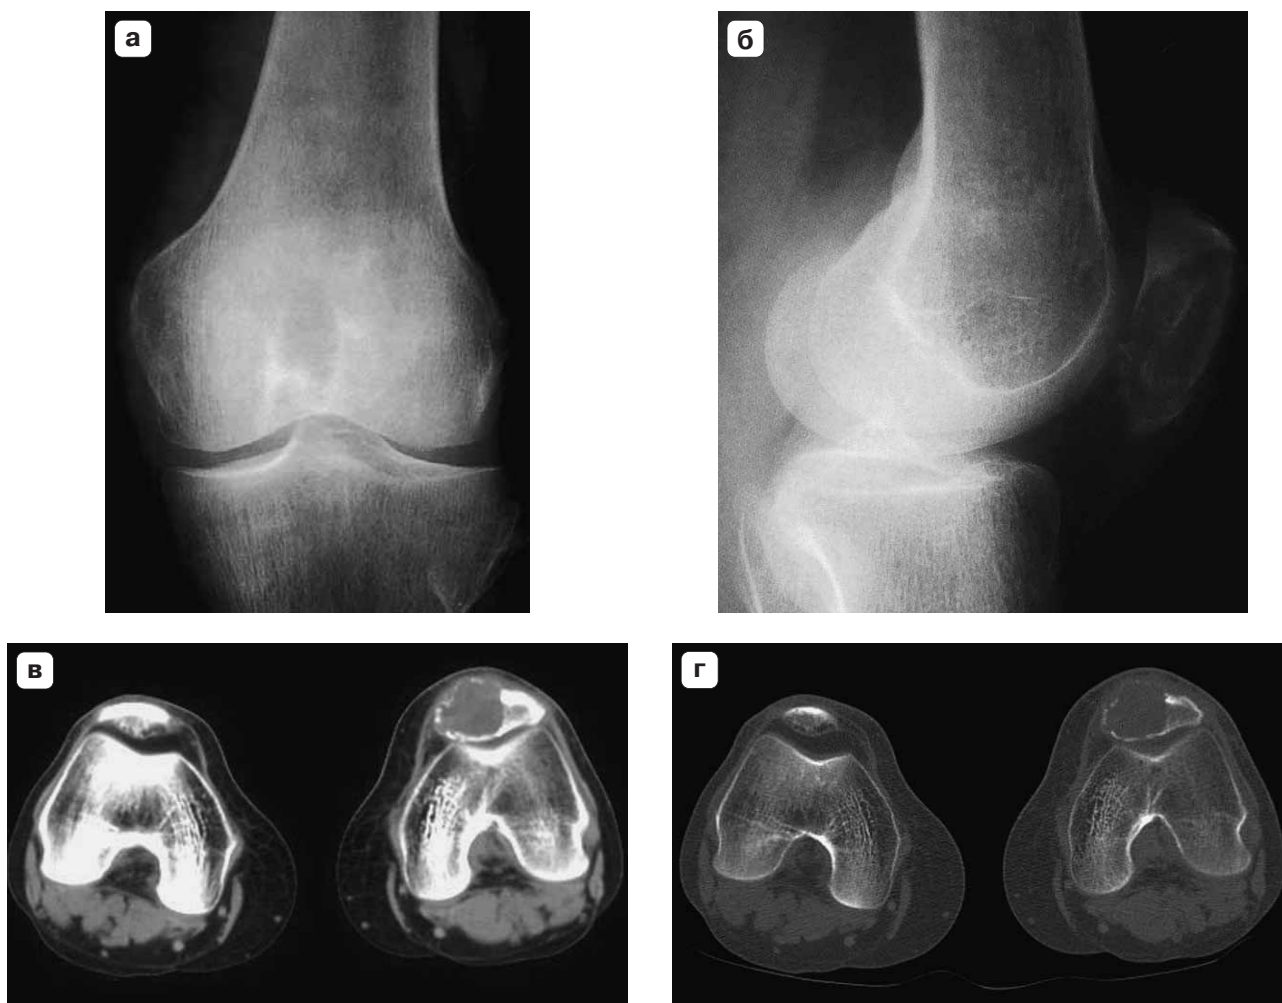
Гигантоклеточная опухоль надколенника, выявляются обширный очаг деструкции надколенника, отсутствие мягкотканного компонента и наличие четкой границы со здоровой костью, вздутие, истончение кортикальной пластинки в виде “скорлупы”. а – рентгенограмма коленного сустава в прямой проекции; б – рентгенограмма коленного сустава в боковой проекции; в – спиральная компьютерная томограмма, аксиальный срез (мягкотканый режим); г – спиральная компьютерная томограмма, аксиальный срез (костный режим).
